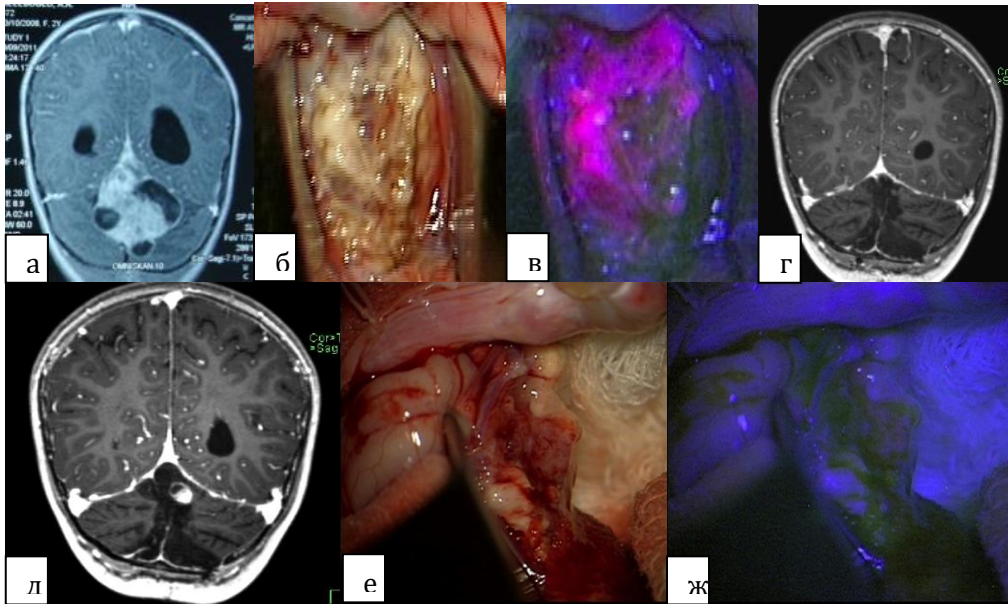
МРТ пациентки в динамике и фото во время обеих операций (объяснение в тексте)
